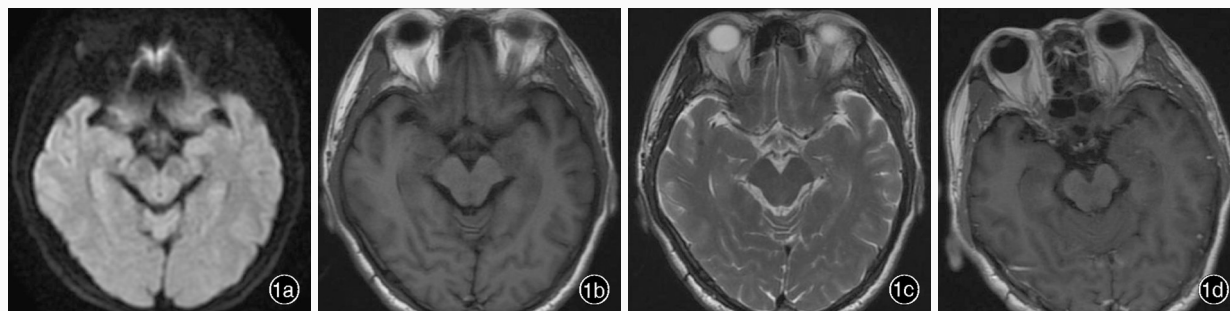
头部MRI检查显示,右侧颞叶可见扩大的血管周围间隙,增强后无明显强化征象 1a 横断面DWI 1b 横断面T₁WI 1c 横断面T₂WI 1d 横断面增强T₁WI
